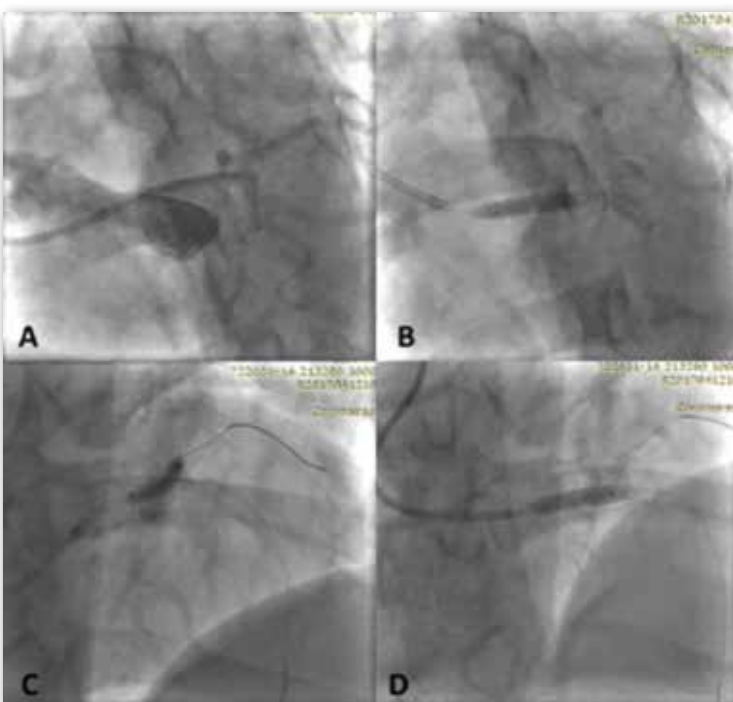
A : positionnement du stent au ras de l'ostium du TC. B : POT au niveau du TC à l'aide d'un ballon de 4 mm. C : refranchissement de la maille et dilatation de la Cx ostiale au ballon de 3 mm. D : rePOT final à l'aide du même ballon de 4 mm qu'en B.
